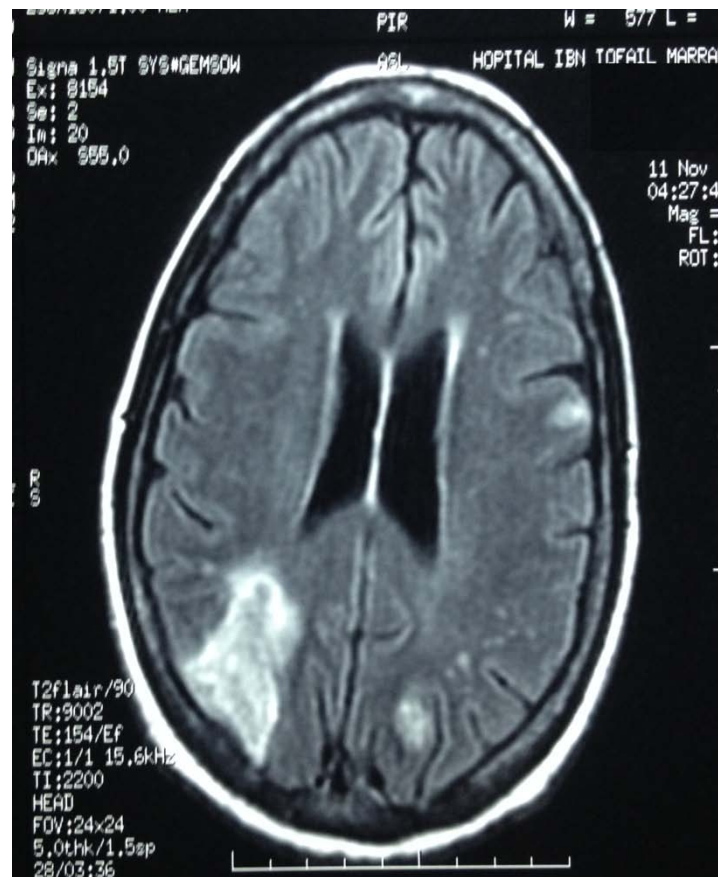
IRM cérébrale Séquence T2 flair :
